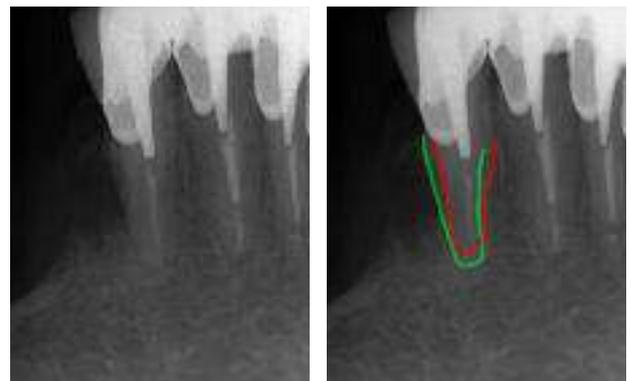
(c) : radiographie rétroalvéolaire défilée en distal.
